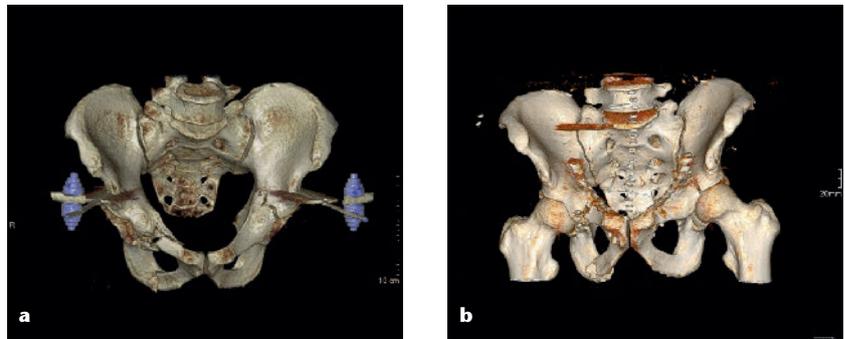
b 38 Jahre alter polytraumatisierter Patient nach Überrolltrauma durch einen Linienbus mit u.a. Acetabulumfrakturen beidseits im auswärtigen Polytrauma-CT (a). Nach initialer Anlage eines passageren Fixateurs externe und Zuverlegung des Patienten erfolgte im Verlauf der Verfahrenswechsel mit offener Reposition und 3,5 mm Kleinfragment-Plattenosteosynthese beidseits über Stoppa-Zugang (b).
